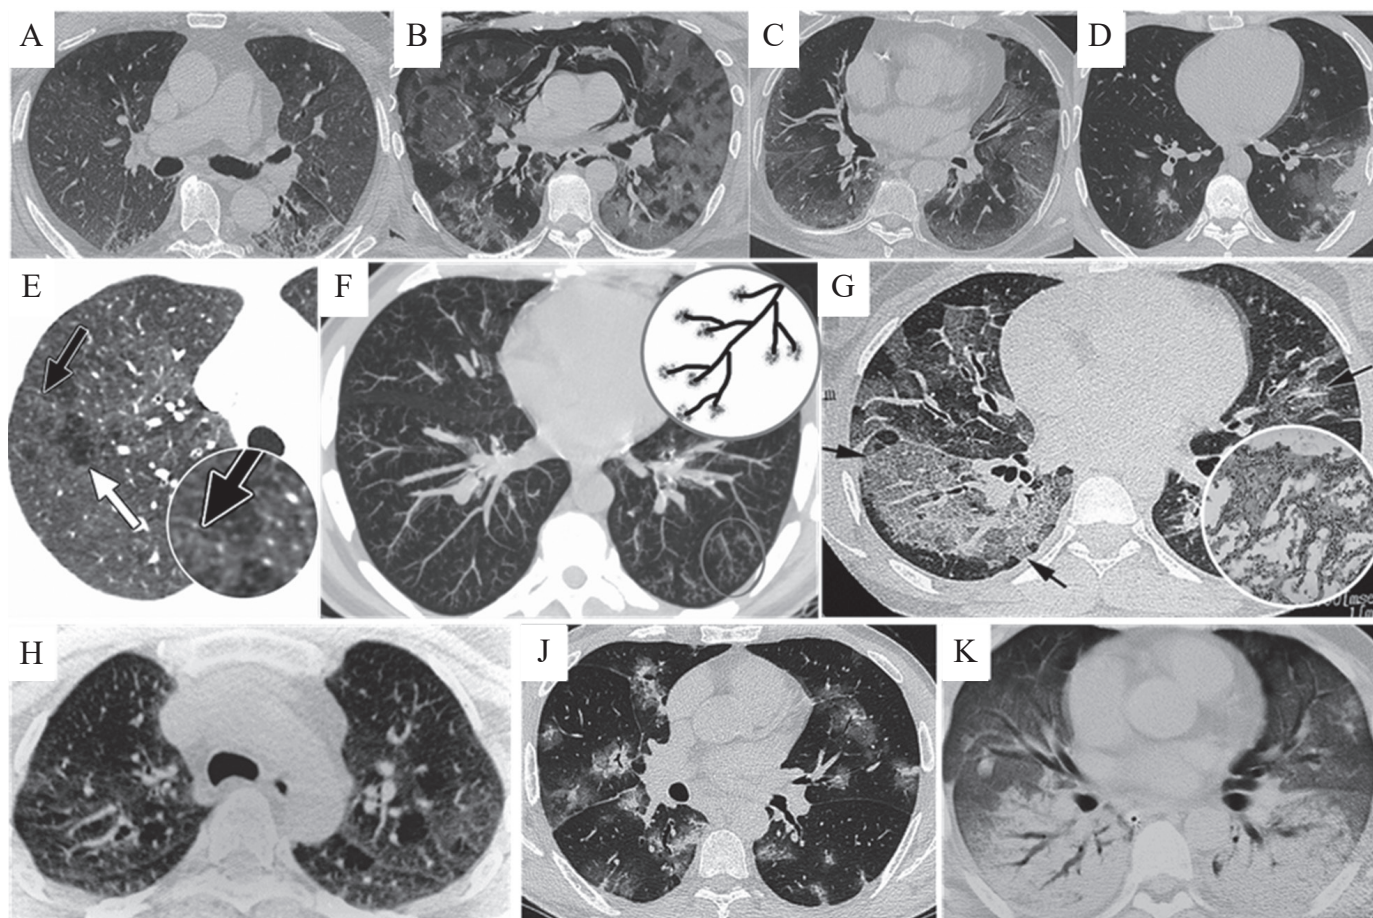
Характерні для вірусних захворювань ТНДШ ущільнення, що візуалізуються при ВРКТ [11,16,42]: А-Д: COVID-19 – пневмонія; 4 спостереження GGO в гострій/підгострій фазах з білатеральним, переважно периферичним, базальним розподілом ущільнень (А-С); D - «halo» (GGO навколо осередку консолідації); Е: вузлики, щільні та щільності GGO (чорні стрілки) та «мозаїчність» легеневої паренхіми; F: симптом «дерево з бруньками» («tree-in-bud»); G: симптом «бруківки» («crazy-paving»), що відповідає інтерстиціальним змінам паренхіми; H: «симптом клаптевої ковдри» або «мозаїки» (порушення вентиляції та перфузії (КТ - вдих-видих) з «клапанною заманкою»); J, K: консолідація; J: білатеральні вузлики та осередки консолідації, оточені GGO («halo sign») з переважним перибронховаскулярним розподілом. Повітряні бронхограми; K: дифузні білатеральні GGO та зони консолідації в базальних сегментах з ефектом повітряної бронхографії.
